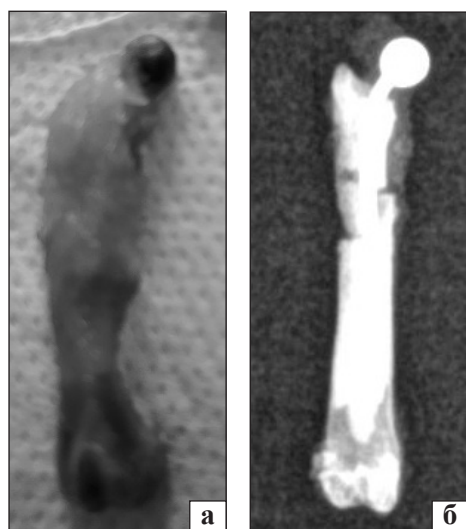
Препарати стегнових кісток щурів: а) зовнішній вигляд; б) рентгенологічний знімок
